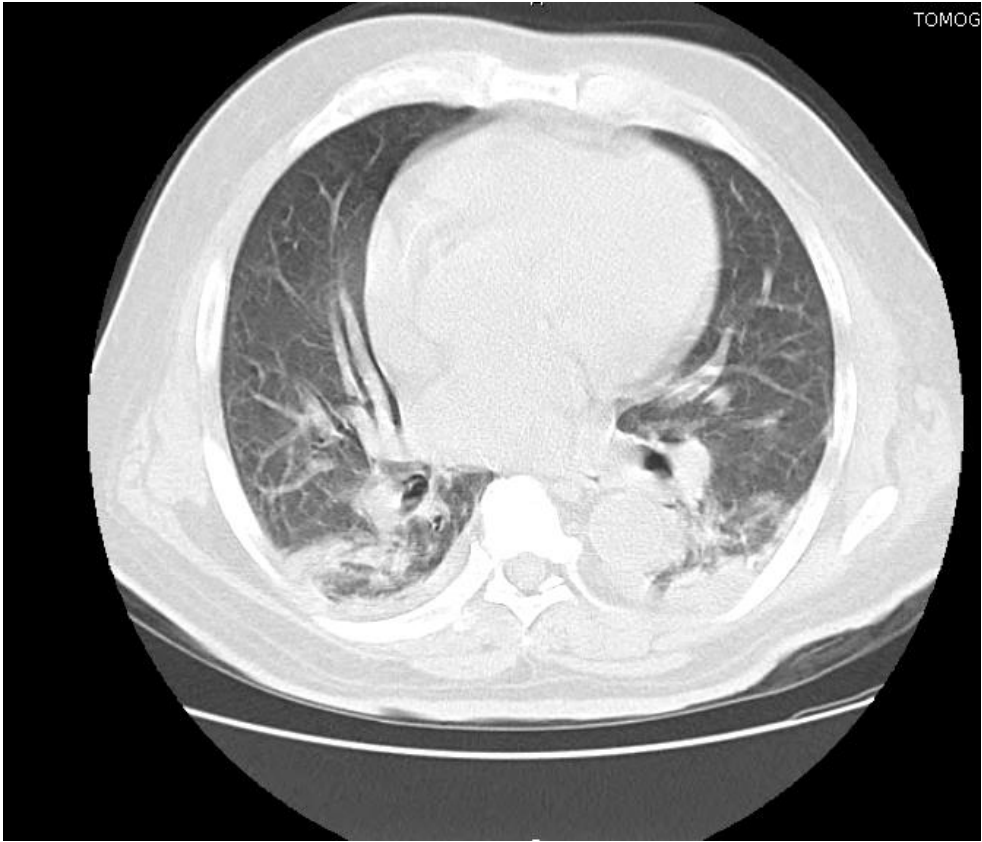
Radiografía y TAC de tórax caso 6.
